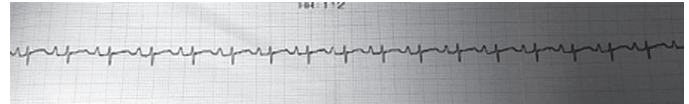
Hastanın elektrokardiyografisinde DII, DIII, aVF'de negatif p dalgaları
